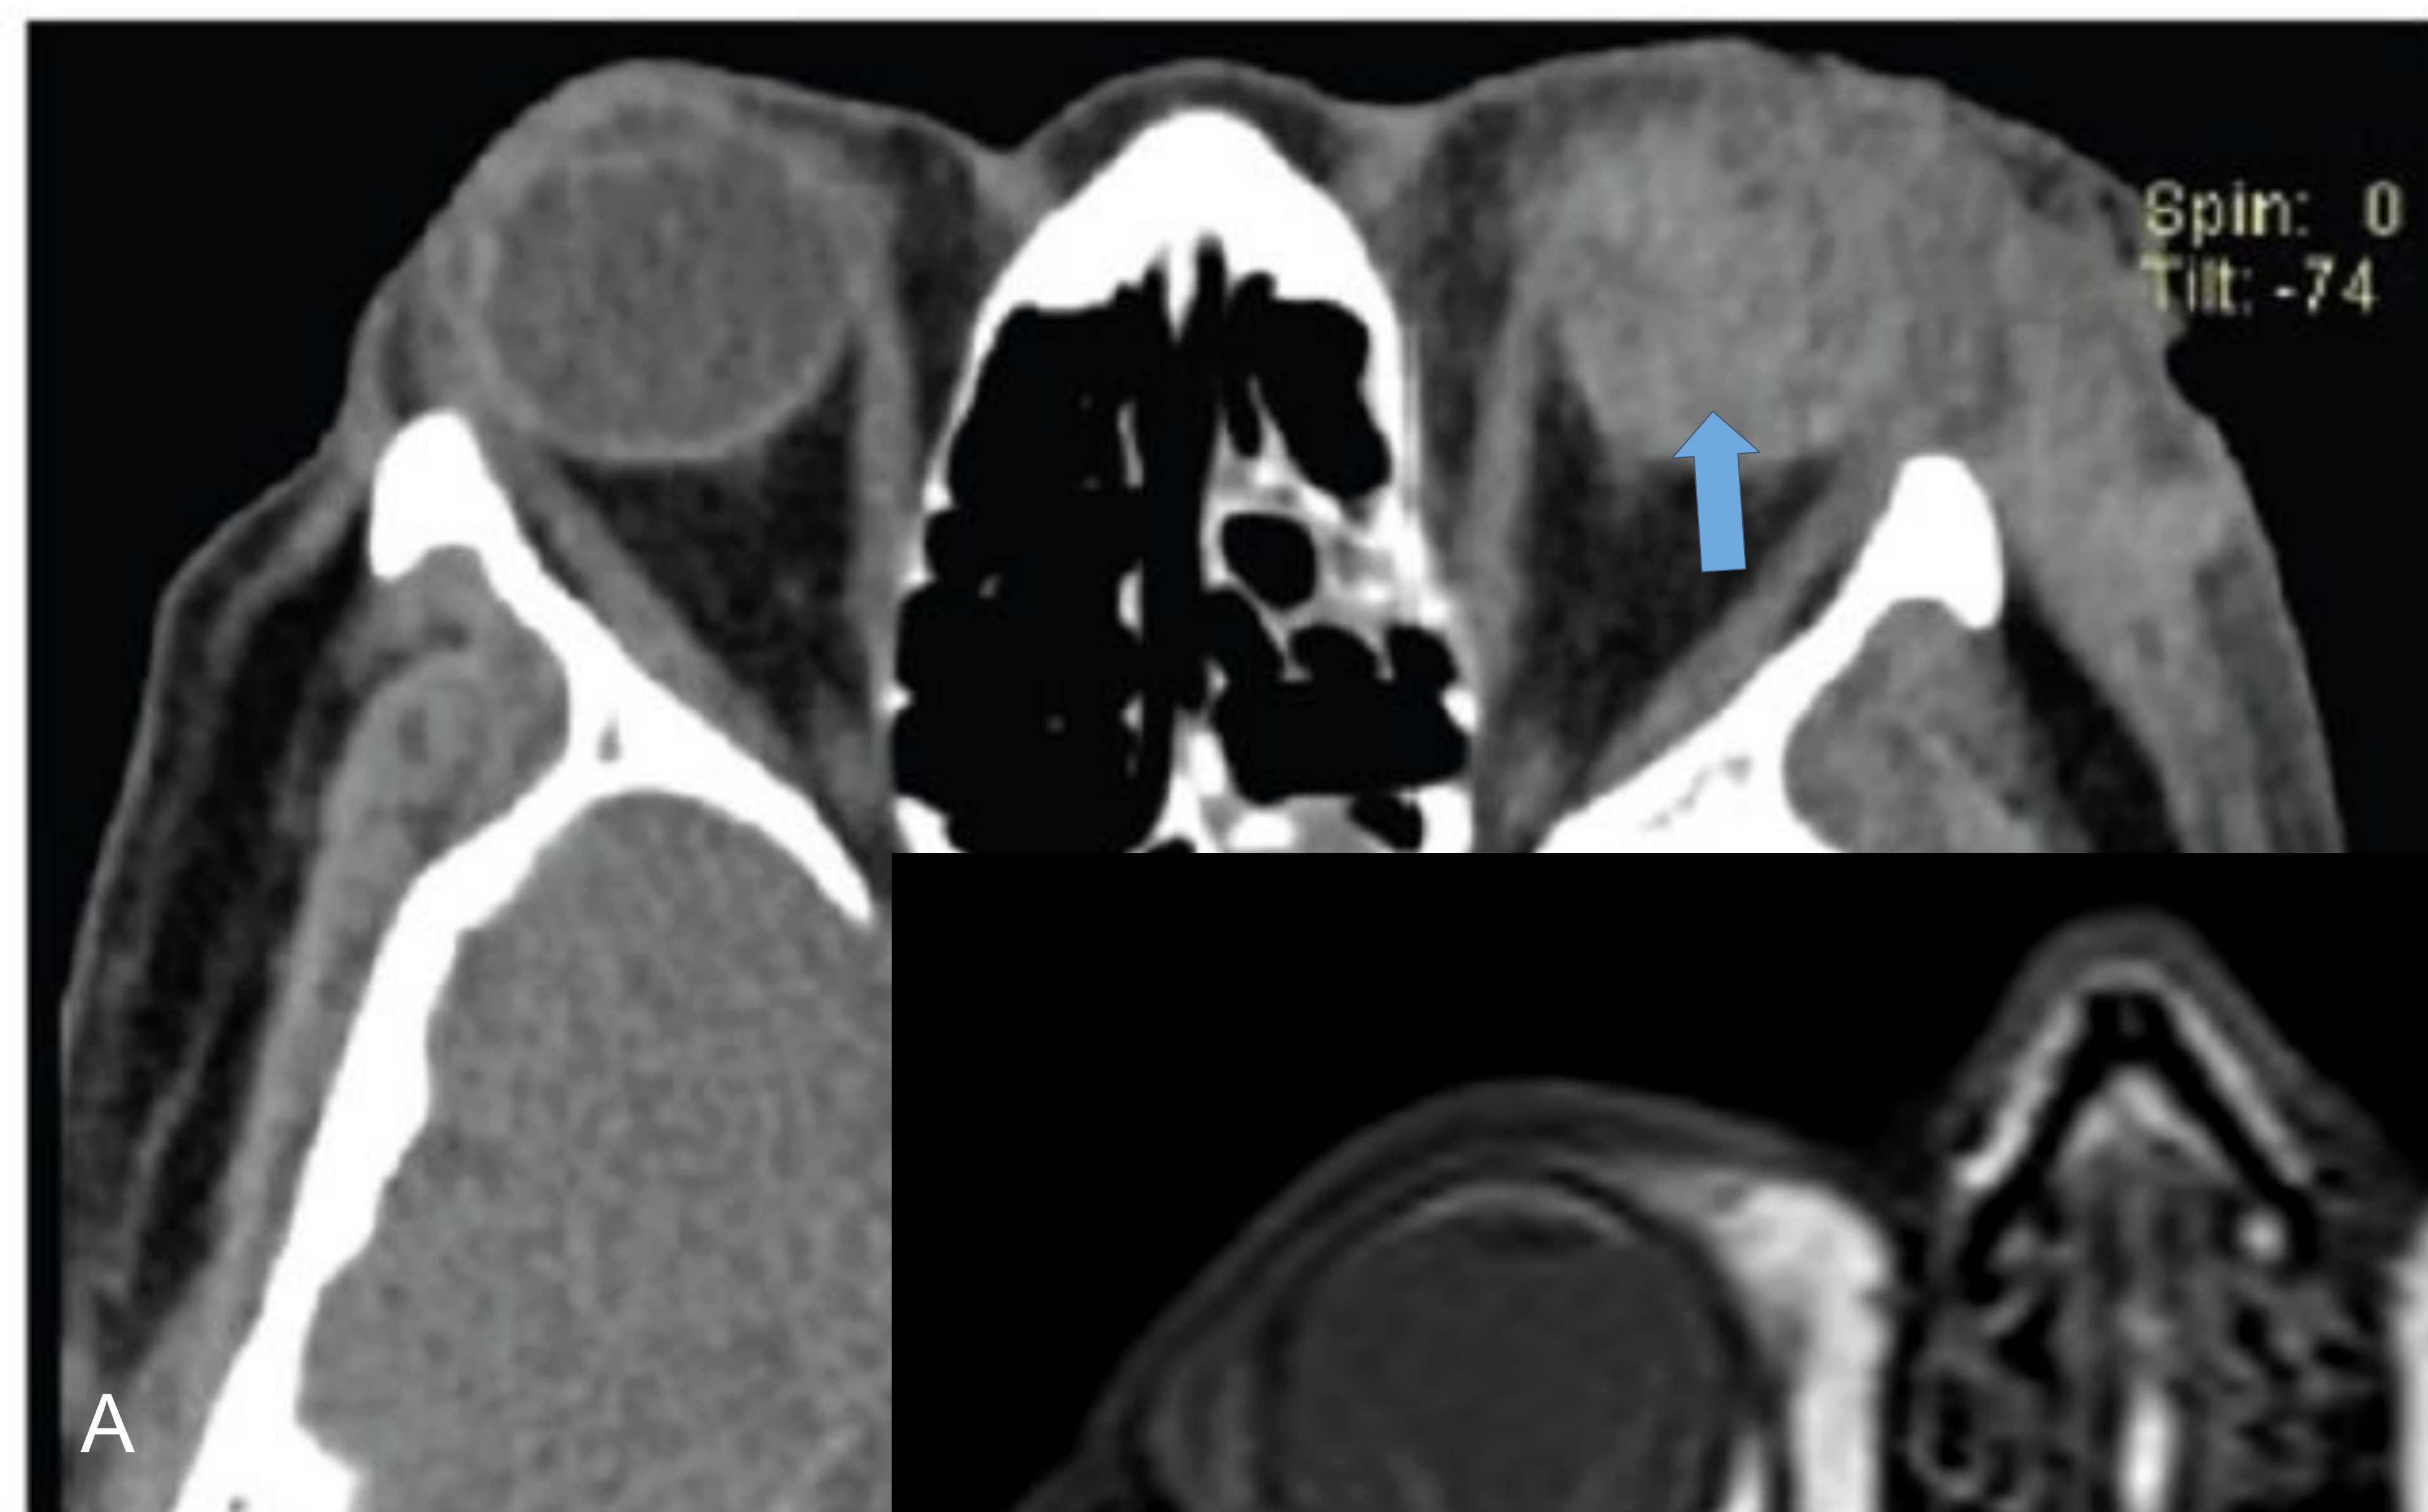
TC de cráneo sin contraste i.v, se observa hiperdensidad difusa ocupando la totalidad del globo ocular izquierdo.
